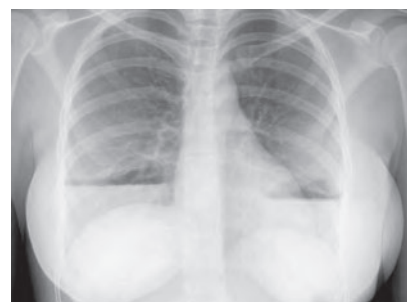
Radiografía de tórax que muestra los implantes mamarios bilaterales y niveles hidroaéreos en su interior.
